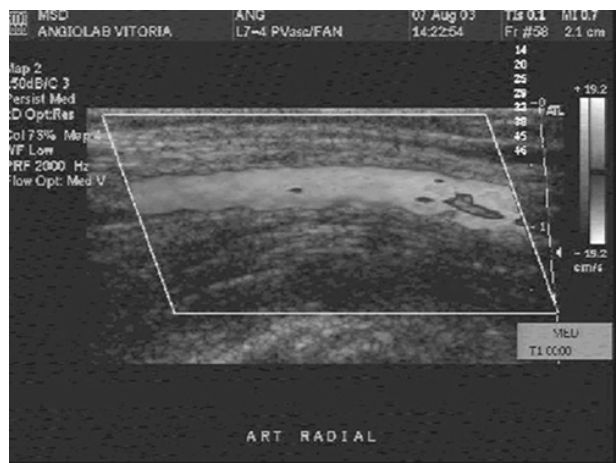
Demonstração da perviedade da artéria radial pelo eco-color-Doppler.
